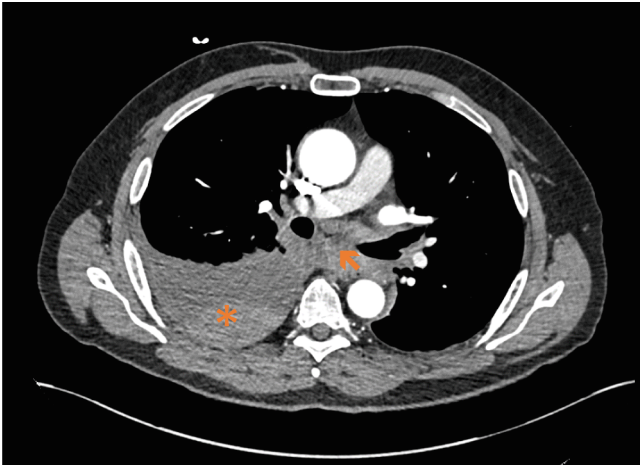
◀ CT Thorax mit Darstellung des Hämatothorax rechts (Asterisk) und des wandverdickten distalen Ösophagus (Pfeil)
